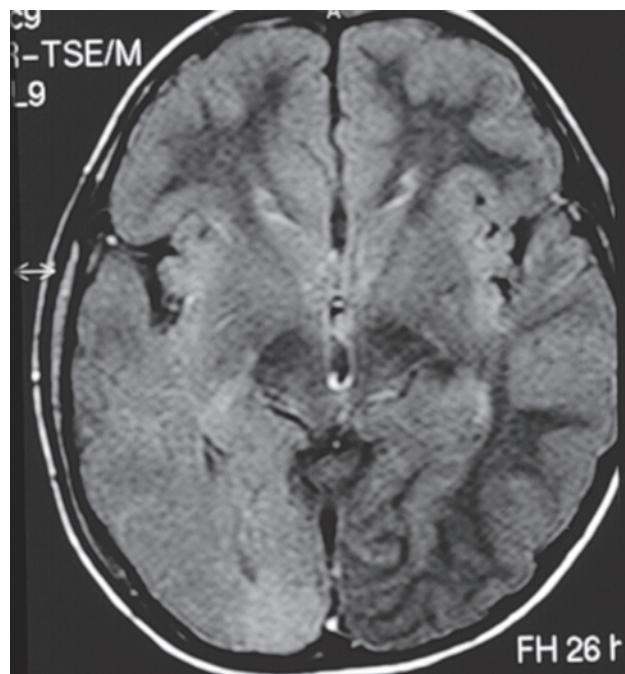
Imagem de ressonância magnética na seqüência FLAIR evidenciando malformação do desenvolvimento cortical envolvendo o quadrante posterior direito.
